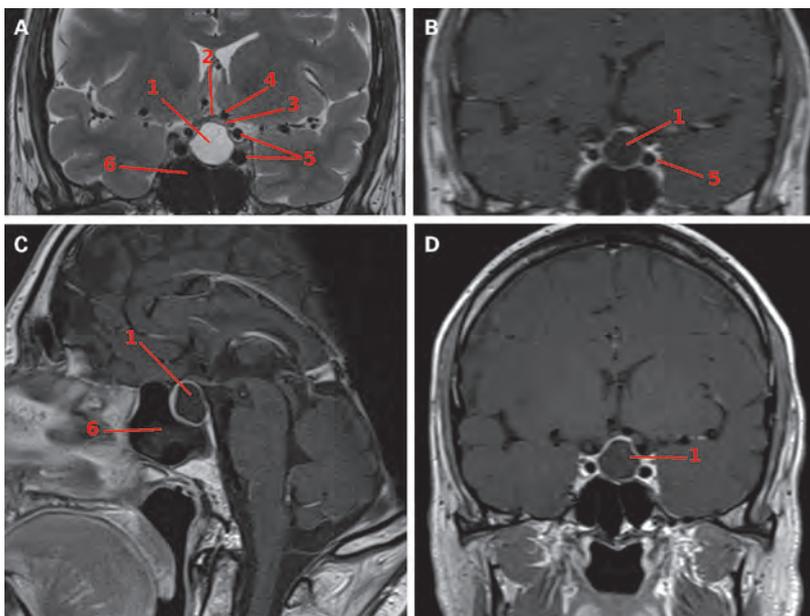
IRM cérébrale en pondération T2 (A), T1 (B) et T1 après gadolinium (C et D). Mise en évidence d'une masse (1) de 12 × 15 × 17 mm à départ intrasellaire. Compression de la post-hypophyse (normalement hyperintense en T1 et extension extrasellaire avec déplacement du chiasma optique (2) mais sans signe de souffrance (absence d'hypersignal en T2). Visualisation de la partie préchiasmatic du nerf optique gauche (3) avec hypersignal signant une compression entre la masse et l'artère cérébrale antérieure gauche (4). Masse d'allure homogène, kystique (hypersignal en T2) avec une capsule non rehaussée après injection du gadolinium. Caractéristiques typiques d'un kyste de la poche de Rathke. Artère carotidienne gauche (5), sinus sphénoïdal (6).
